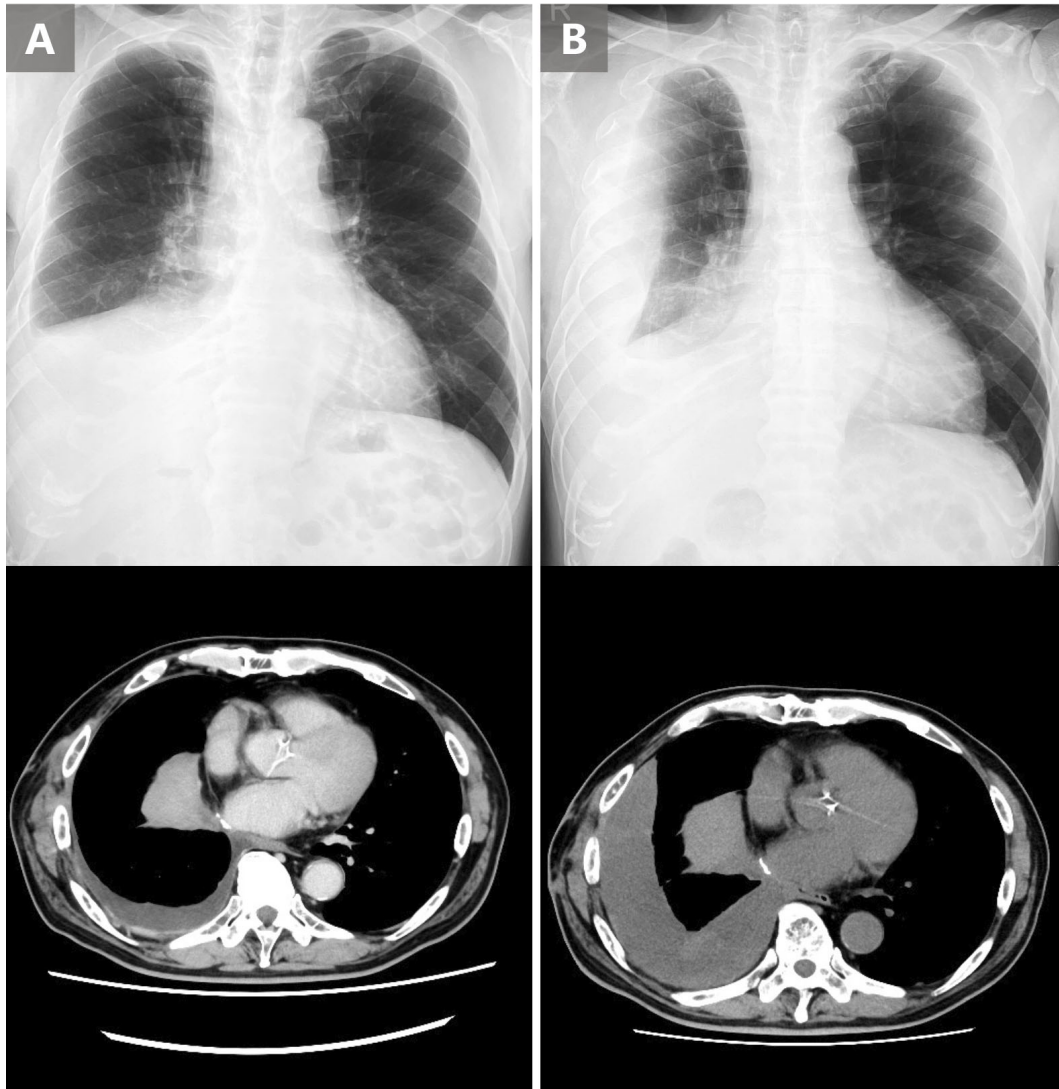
Chest X-ray and computed tomography (CT) findings. (A) Before treatment with immune checkpoint inhibitors and chemotherapy, chest CT shows right pleural effusion and thickening of the right pleura. (B) On admission, chest CT shows increased right pleural effusion.
